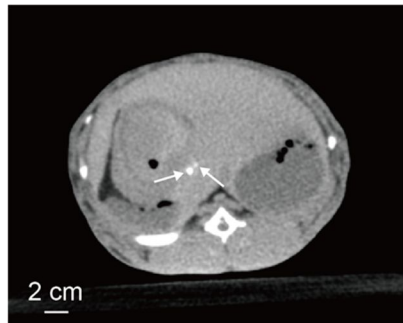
新規 DEB により肝動脈を塞栓したウサギ肝臓の断面 CT 画像
